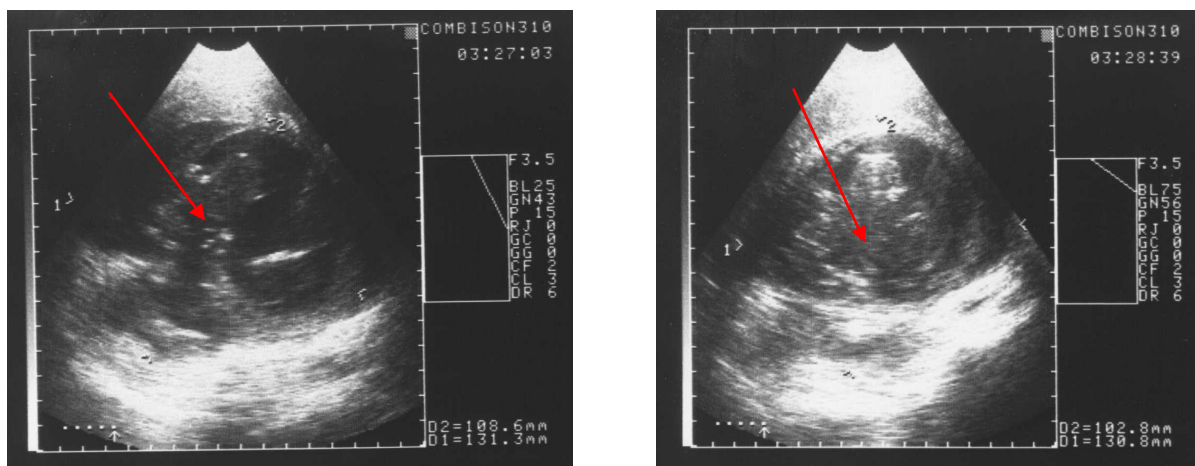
3.18. - УЗИ печени. Симптом «нарушения четкости контуров и элементов эхинококковой кисты»
